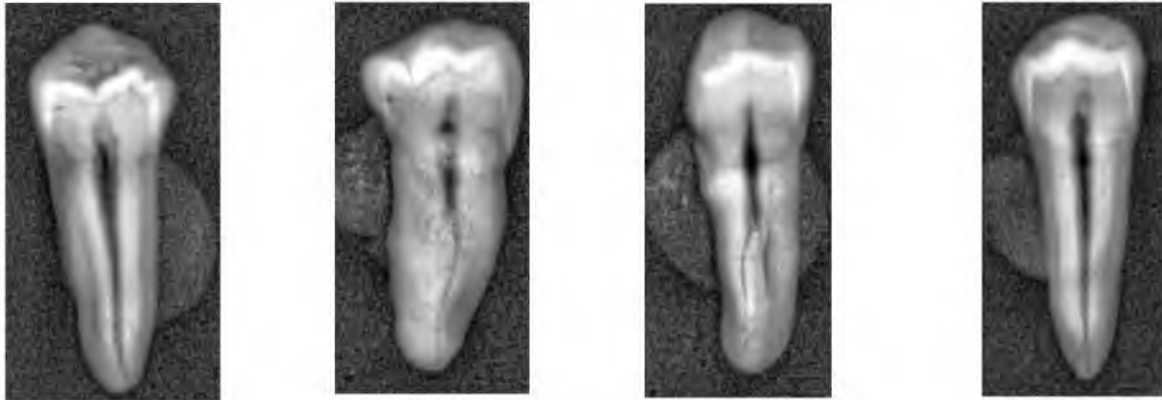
Resultado de imágenes periapicales con clasificación de Vertucci, tipo I, tipo III, tipo IV y tipo V.
